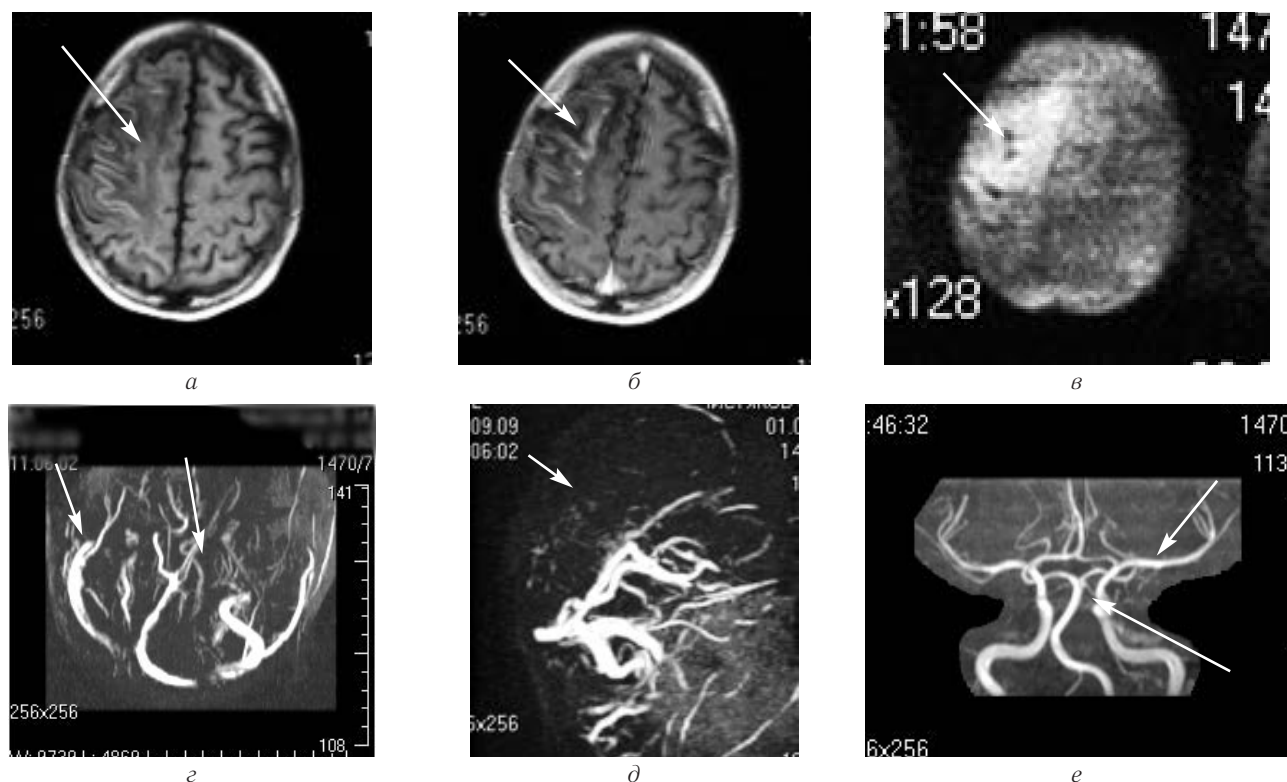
Пациент Ч. В., 17 лет (собственное наблюдение). Церебральный синус-тромбоз с вовлечением сагиттального и правого поперечного синусов МРТ: а — МР-изображение в режиме T1-ВИ; б — постконтрастное T1-ВИ; в — ДВИ; г, д — МР-венография; е — МР-ангиография. Обширный ишемический инфаркт правой гемисферы, нарушение кровотока в правом поперечном и верхнем сагиттальном синусах показаны стрелками. Основное заболевание — ОЛЛ. Поздний изолированный рецидив: нейрорейкемия, менингеальная форма. После введения аспарагиназы, во сне, у пациента развился эпилептический статус, в связи с чем больной переведен на ИВЛ. ЦСЖ: цитоз 6/3, белок 1,2 г/л, глюкоза — 5,8 ммоль/л. В неврологическом статусе: угнетение сознания до 5 баллов по ШКГ, левосторонний слева.
